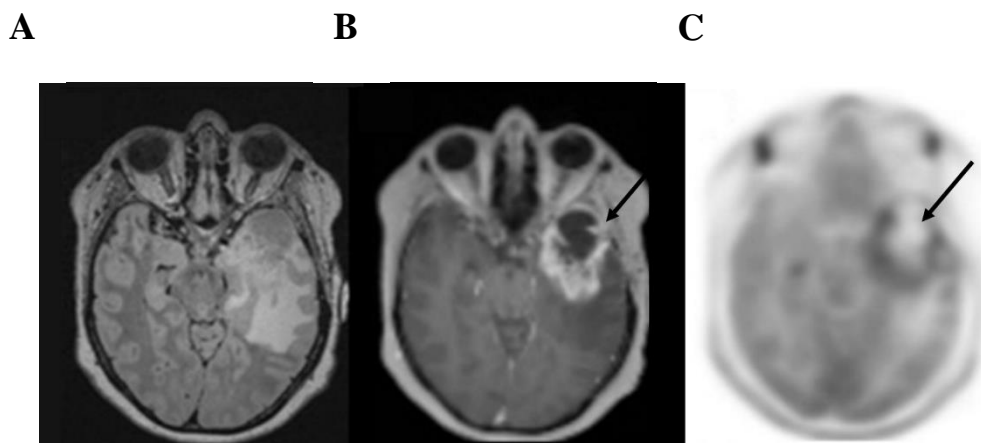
Imagerie TEP d'un GBM au [¹¹C]MET avec A) l'IRM T₂-FLAIR, B) le contraste T₁-Gadolinium et C) la fixation au [¹¹C]MET [65].
